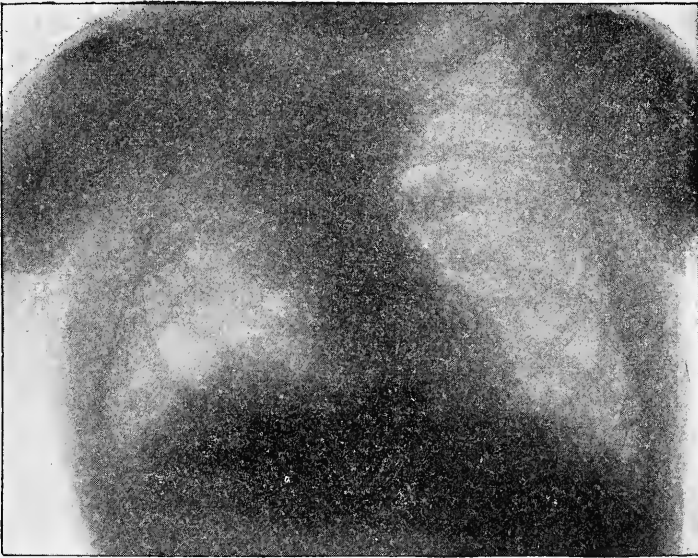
Röntgenbild eines Lungensarkoms. Aus dem Handbuch für prakt. Chirurgie, 1902, Bd. II, p. 545.
